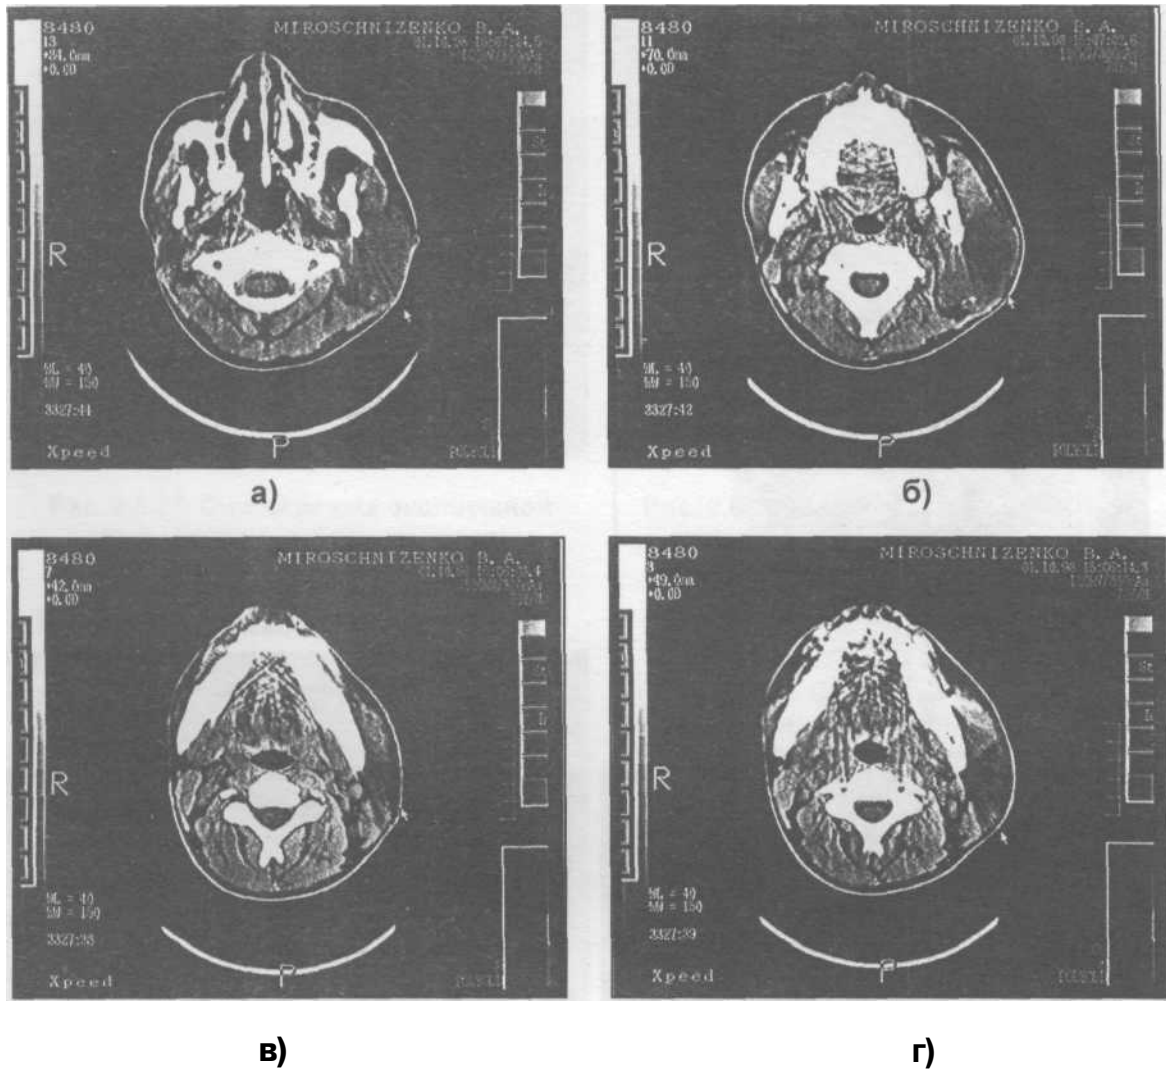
Компьютерная томограмма больного с фибросаркомой околоушной области (а, б, в, г). Опухоль указана стрелкой.
